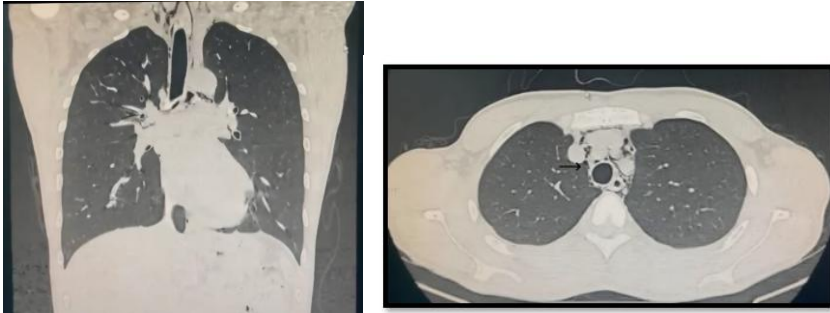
Tomografía simple de Cuello y Tórax: Neumomediastino
